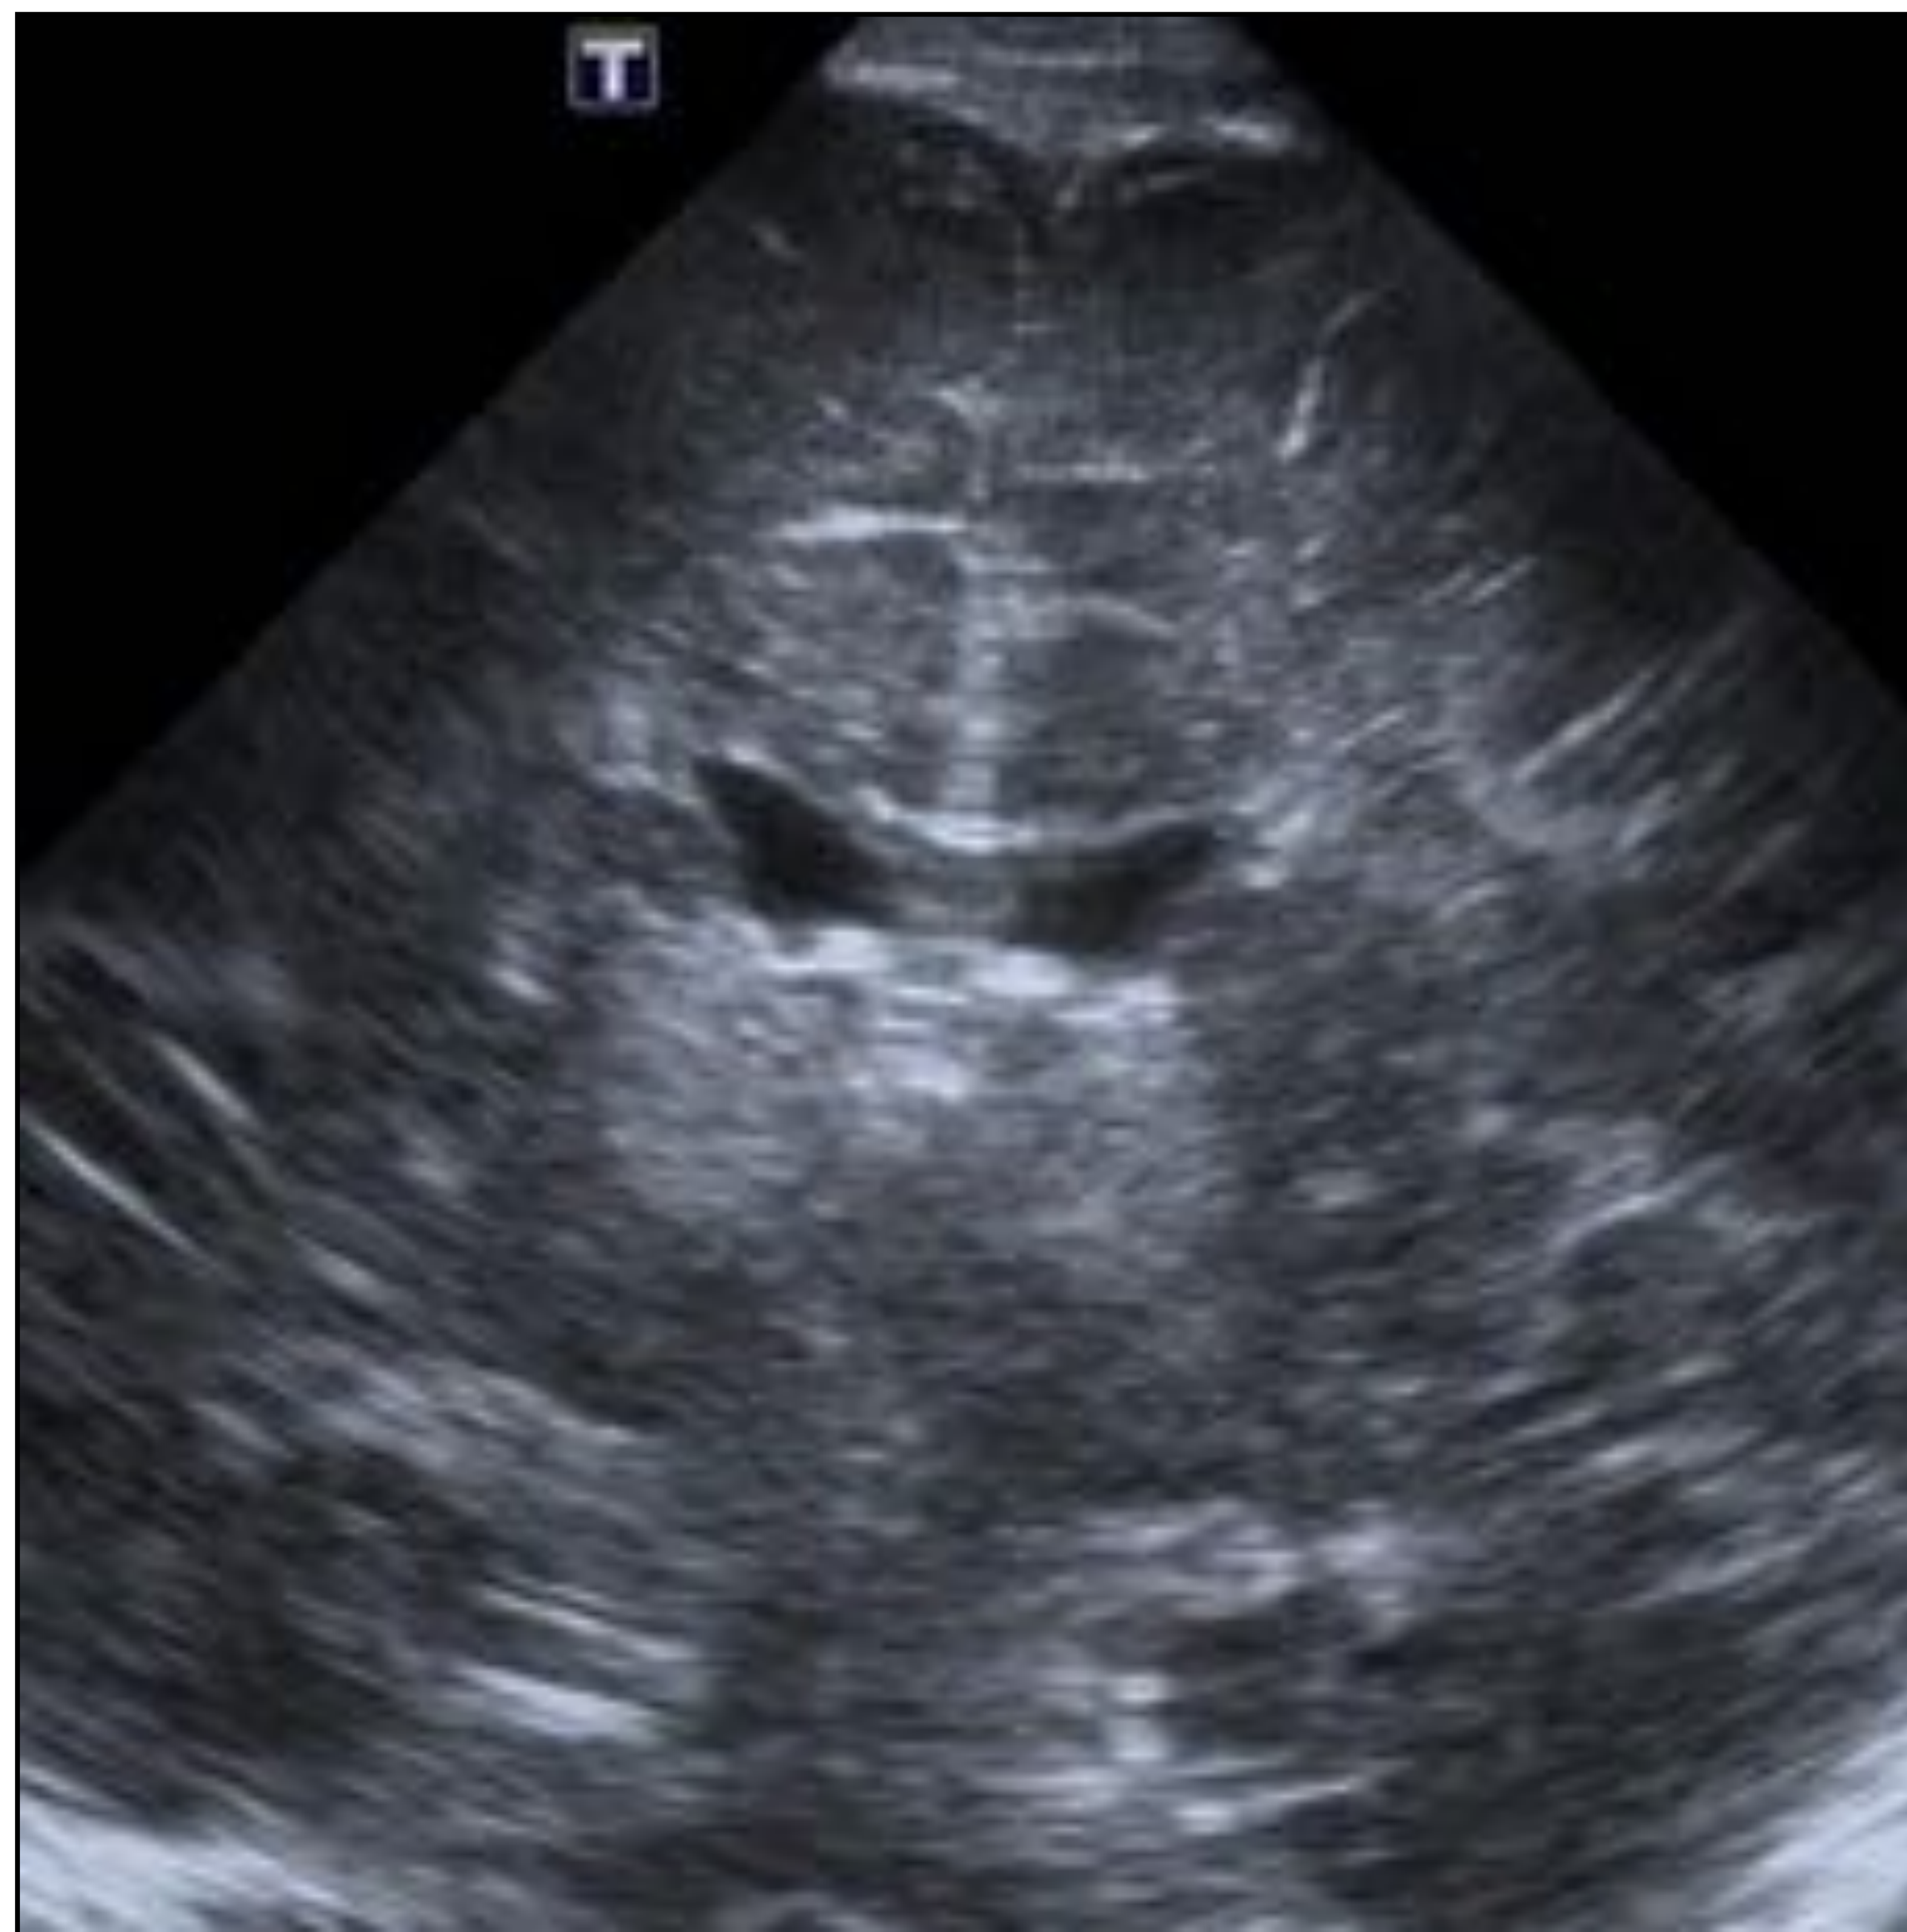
Ecografía transfontanelar en plano coronal donde se identifican tálamos de aspecto hiperecogénico.
